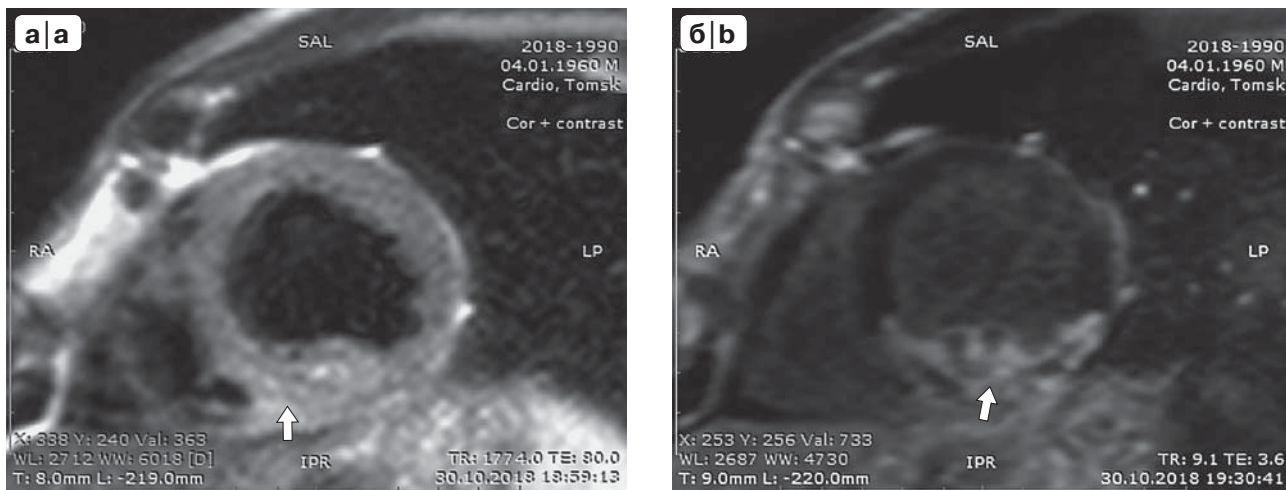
T2-взвешенное спин-эхо (а) и отсроченное инверсия–восстановление (б) изображение миокарда по короткой оси у того же пациента, что и на рис. 4. Отмечаются выраженная отечность задней стенки левого желудочка на T2-взвешенной МР-томограмме (а) и массивное накопление в ней контраста-парамагнетика (б) – отмечены стрелками.
